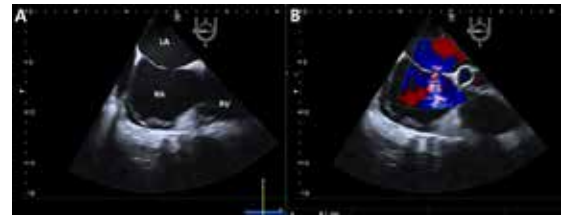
Two dimensional transesophageal echocardiography showing secundum atrial septal defect with a 8.1 mm size (A); and shunt from left atrium into the right atrium (B). LA-left atrium; RA- right atrium; RV- right ventricle.
